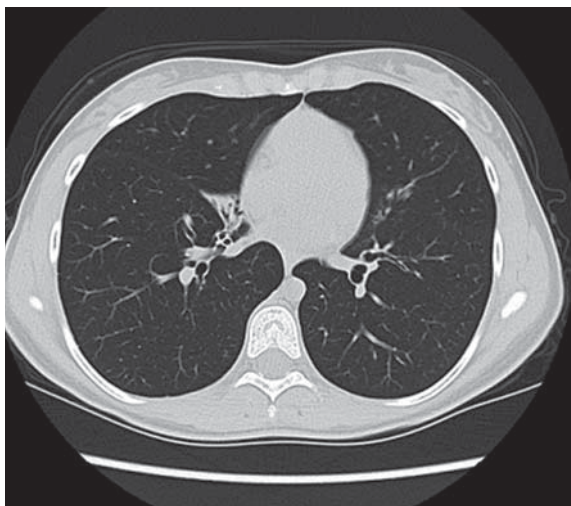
КТ органов грудной клетки. Фиброателектаз средней доли правого легкого с бронхоэктазами, локальный пневмофиброз С-7 правого легкого
